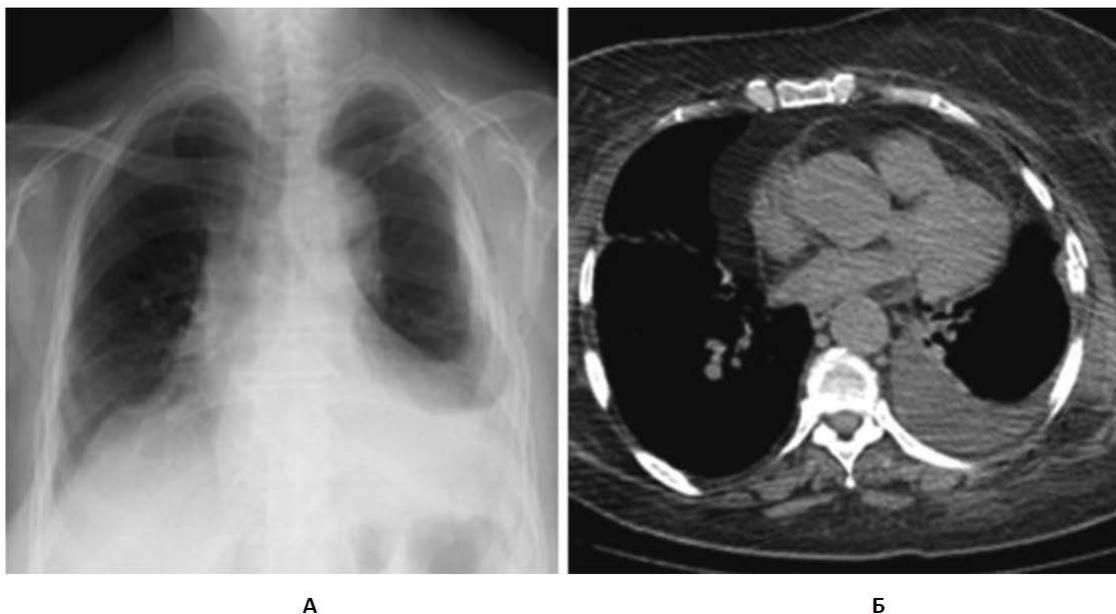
Переломы VII—X ребер слева и гемоторакс на рентгенограмме органов грудной клетки в прямой проекции (А) и спиральной компьютерной томографии (Б)
